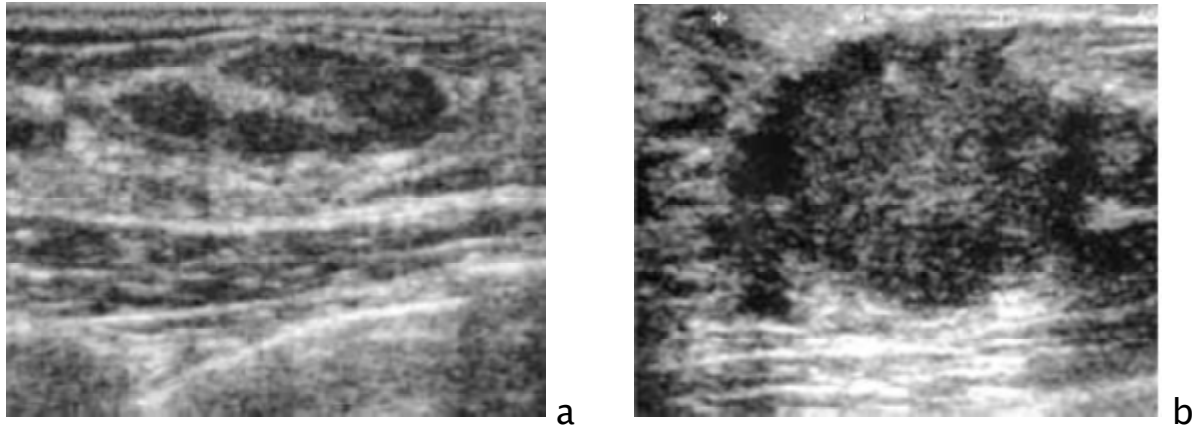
Aspects échographiques de fibroadénomes
